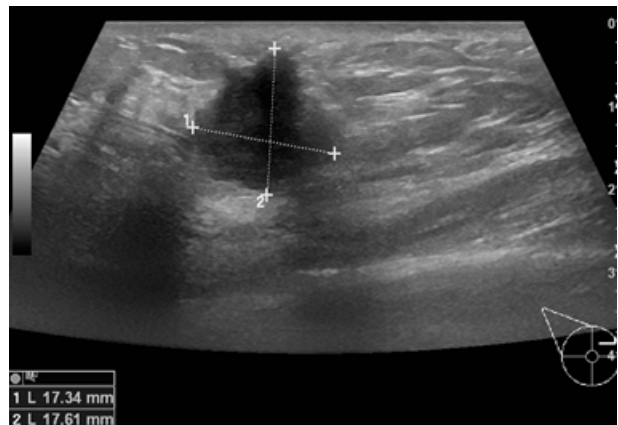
Na ecografia documentou-se uma massa hipocogénica de morfologia irregular e margens espiculadas, com orientação perpendicular ao plano cutâneo, medindo cerca de 18mm de maior eixo.
